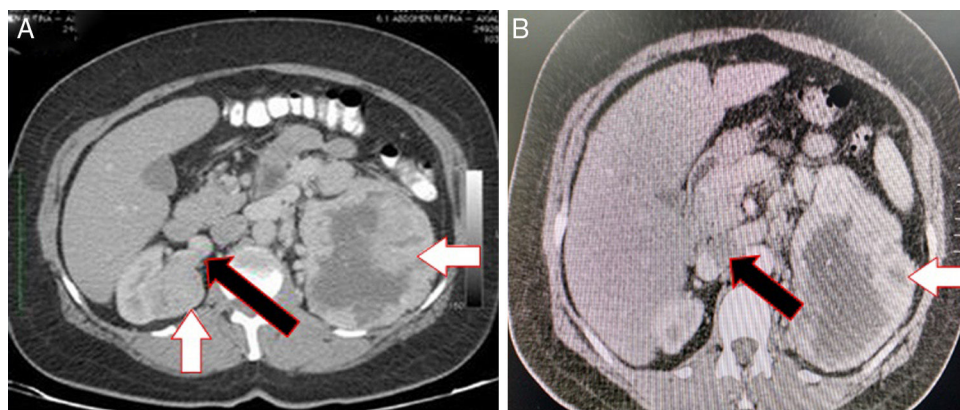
A) Tomografía abdominal contrastada en corte axial señalando con flechas blancas gran masa renal izquierda con necrosis en su interior y masa renal derecha completamente endofítica. La flecha negra muestra el trombo tumoral llegando a la vena renal derecha. B) Se demuestra con flecha blanca la gran masa renal izquierda y con la flecha negra la ausencia de contraste en la vena cava inferior por trombo tumoral.
